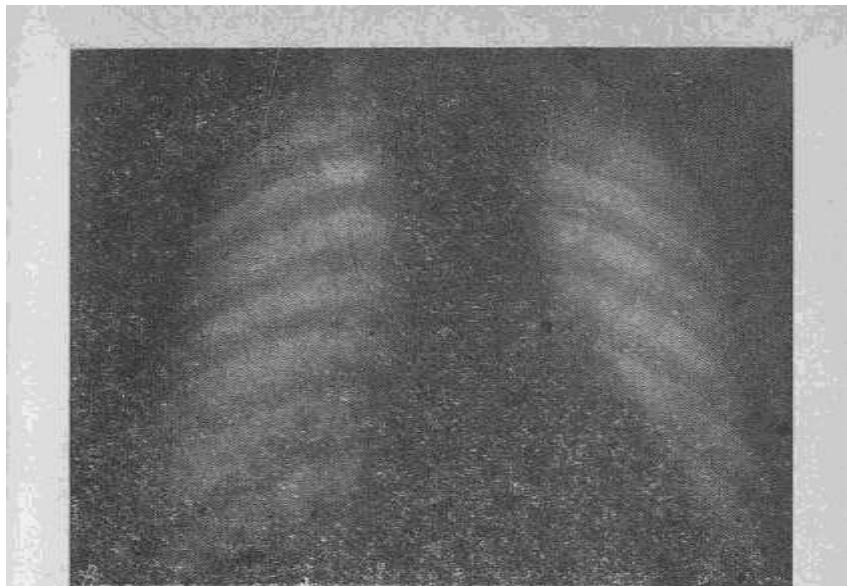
Серия рентгенограмм больной А.
